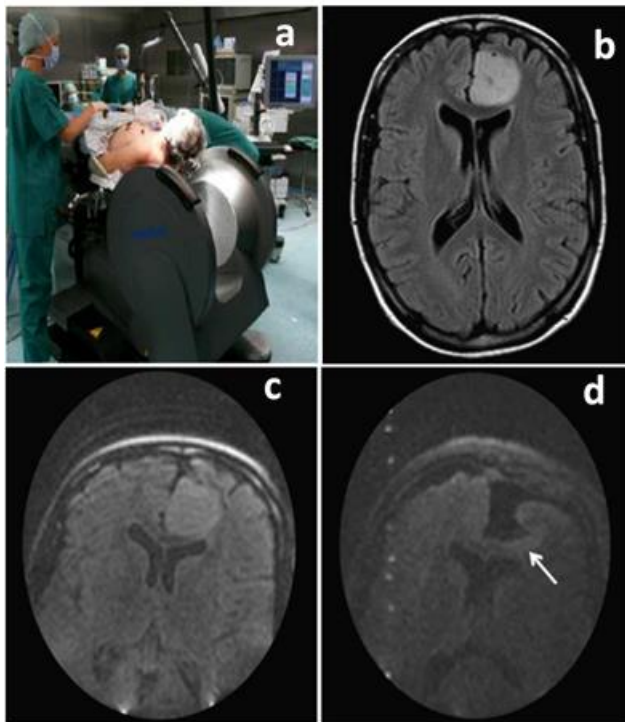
a) Chirurgie d'exérèse assistée par IRM de type FLAIR à bas champ (PoleStar N-20, 0,15 T). (b) imagerie FLAIR à haut champ (1,5T) en préopératoire d'un patient avec un astrocytome (grade II). (c) même image que (b) réalisé à bas champ en per-opératoire. (d) même image que (c) réalisée après résection de la majeure partie de la tumeur, montrant la présence des reliquats tumoraux (Senft and others 2011).
